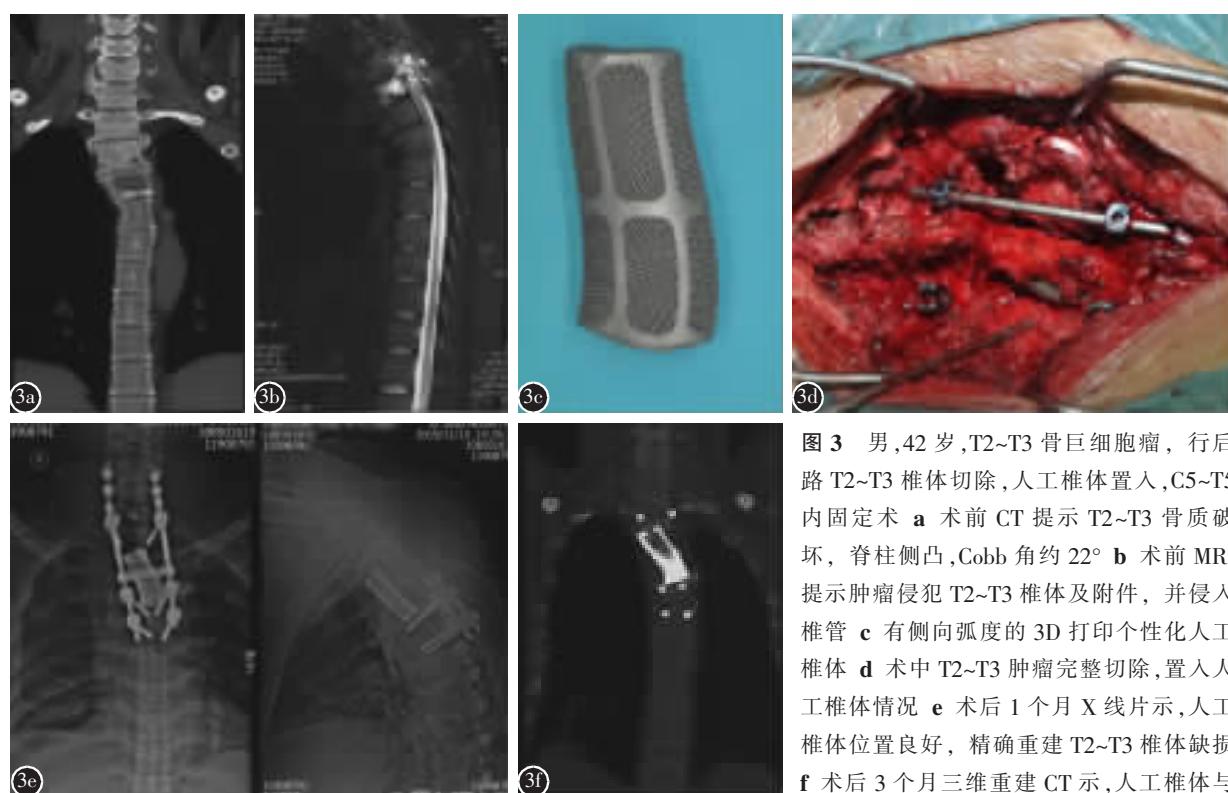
男,42岁,T2~T3 骨巨细胞瘤,行后路 T2~T3 椎体切除,人工椎体置入,C5~T5 内固定术 a 术前 CT 提示 T2~T3 骨质破坏,脊柱侧凸,Cobb 角约 22° b 术前 MRI 提示肿瘤侵犯 T2~T3 椎体及附件,并侵入椎管 c 有侧向弧度的 3D 打印个性化人工椎体 d 术中 T2~T3 肿瘤完整切除,置入人工椎体情况 e 术后 1 个月 X 线片示,人工椎体位置良好,精确重建 T2~T3 椎体缺损 f 术后 3 个月三维重建 CT 示,人工椎体与邻近椎体接触紧密,位置良好
